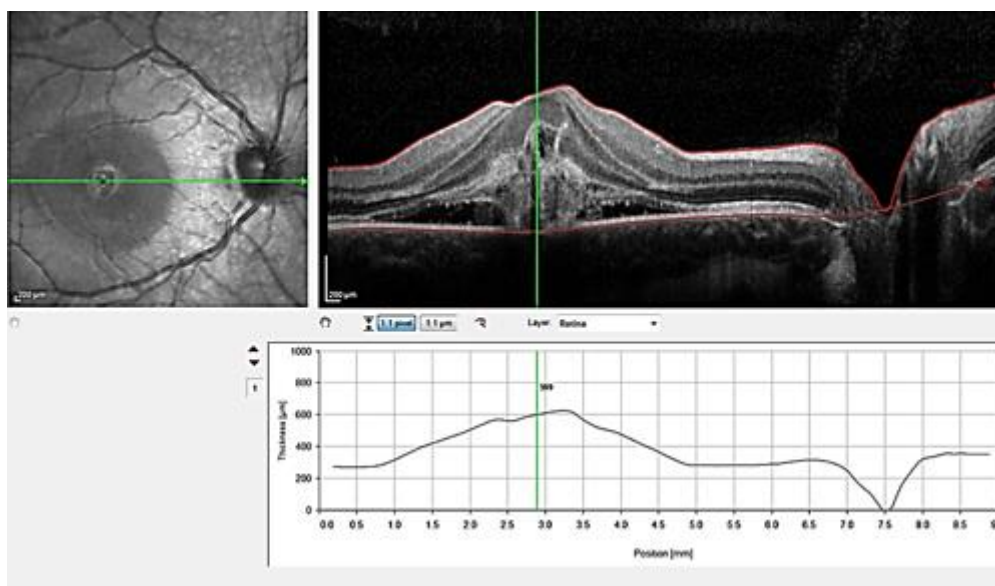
Tomografía de coherencia óptica que muestra la membrana neovascular coroidea con líquido subretinal.
